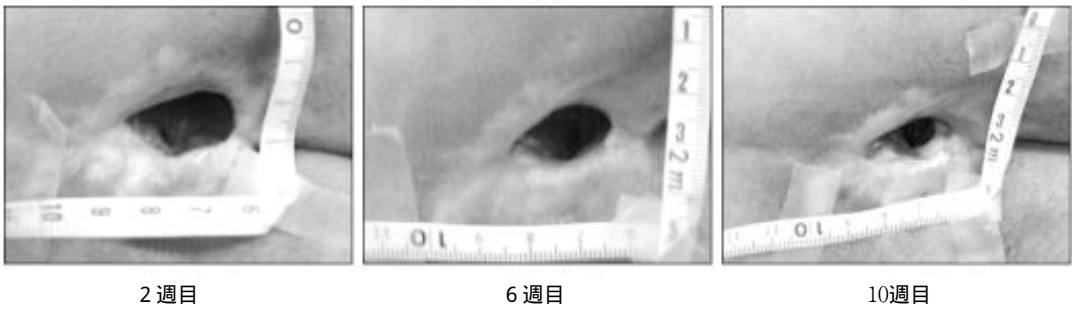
のようであった．すなわち，従来法のみでは改善しなかった褥瘡が高炭酸泉療法で経時的に縮小した．症例 1 について褥瘡の同一部位での水平断層面 MRI 画像の経時的変化は図 6 のようであり，褥瘡ポケット内容積の経時的変化は図 7 のようであった．すなわち，7 週間の MRI 計測期間中に 15.5 cm^3 から 3.9 cm^3 まで減少し，74.9 % の縮小が認められた．
